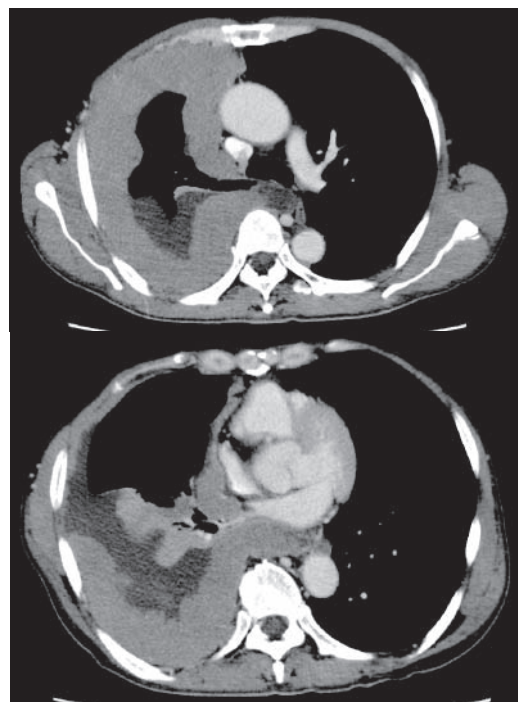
悪性胸膜中皮腫症例の代表的なCT画像 片側性の胸水および不整なびまん性胸膜肥厚を認める
